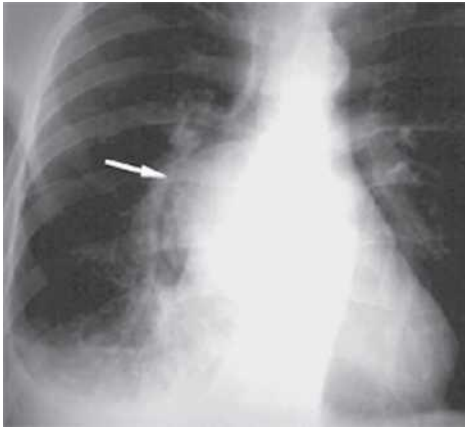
Radiografia toracelui.
